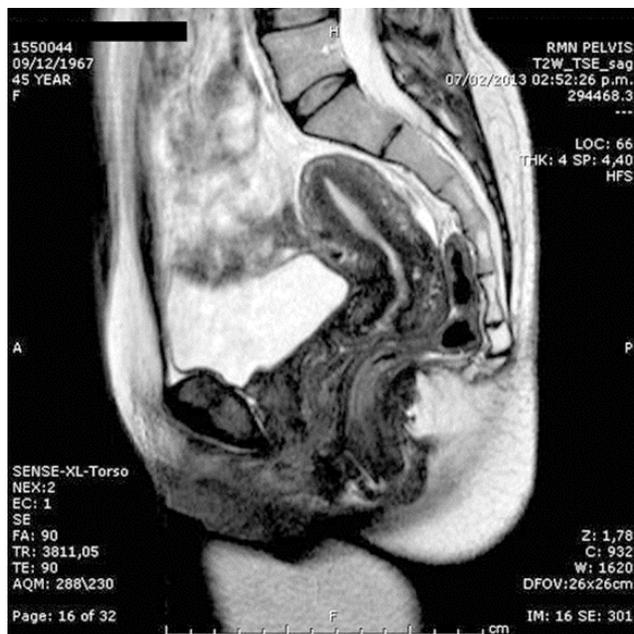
RMN de pelvis de perfil. Se observa el útero (cuerpo y cuello), el miometrio y el endometrio, la vejiga y los tabiques vésicovaginal y rectovaginal.
